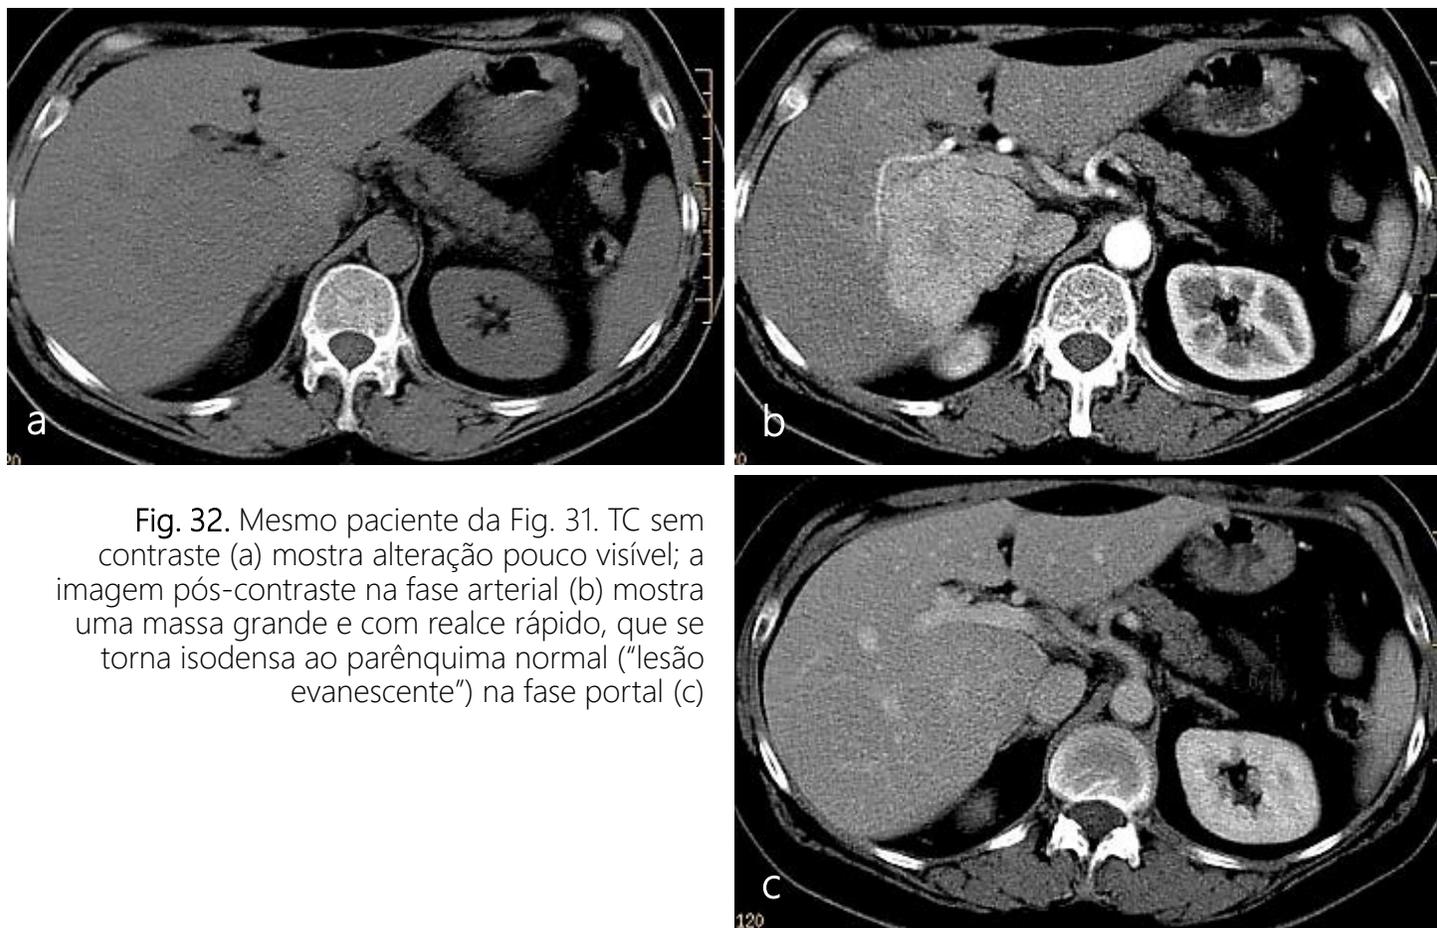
Mesmo paciente da Fig. 31. TC sem contraste (a) mostra alteração pouco visível; a imagem pós-contraste na fase arterial (b) mostra uma massa grande e com realce rápido, que se torna isodensa ao parênquima normal (“lesão evanescente”) na fase portal (c)
